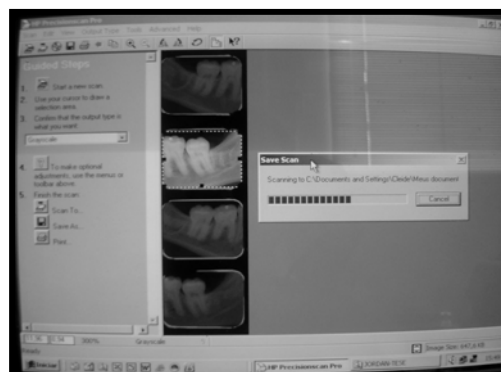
Tela do monitor do apresentando Software Hp Precisionscan Pro 3.1 – Grayscale 300 dpi, utilizado para digitalização das radiografias convencionais.
